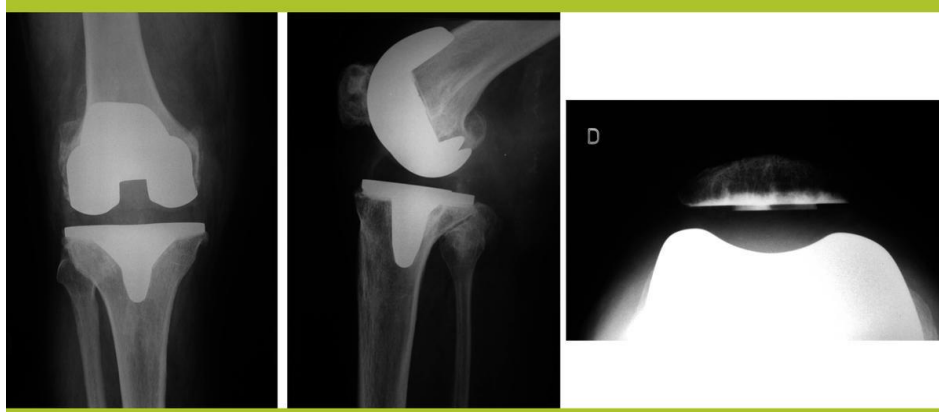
radiographie de la prothèse du genou
